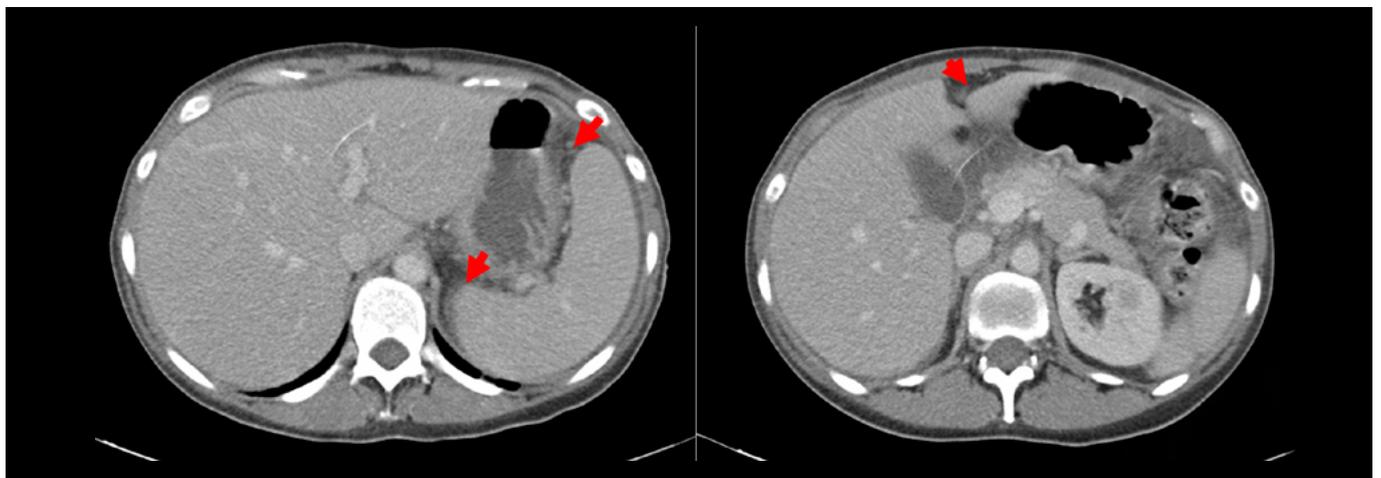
Cortes de TC en los que se visualiza mínimo líquido libre perihepático y periesplénico sin datos de complicación mediante tomografía (puntas de flecha roja).
